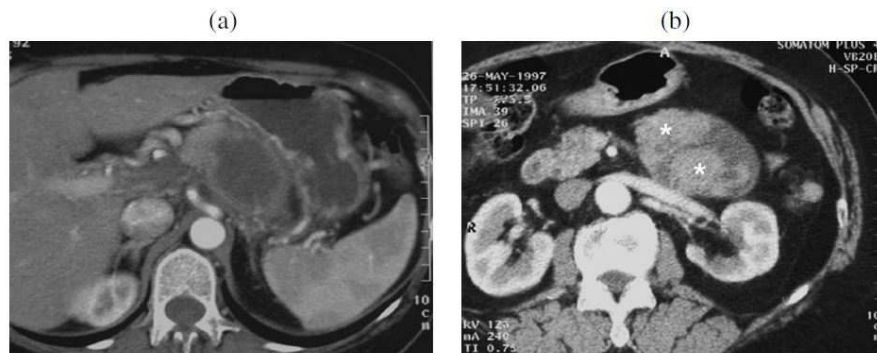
TC con mdc tumore cistico mucinoso. In due diversi casi sono visibili (a) la parete spessa e (b) componenti solide contrassegnate dagli asterischi.
